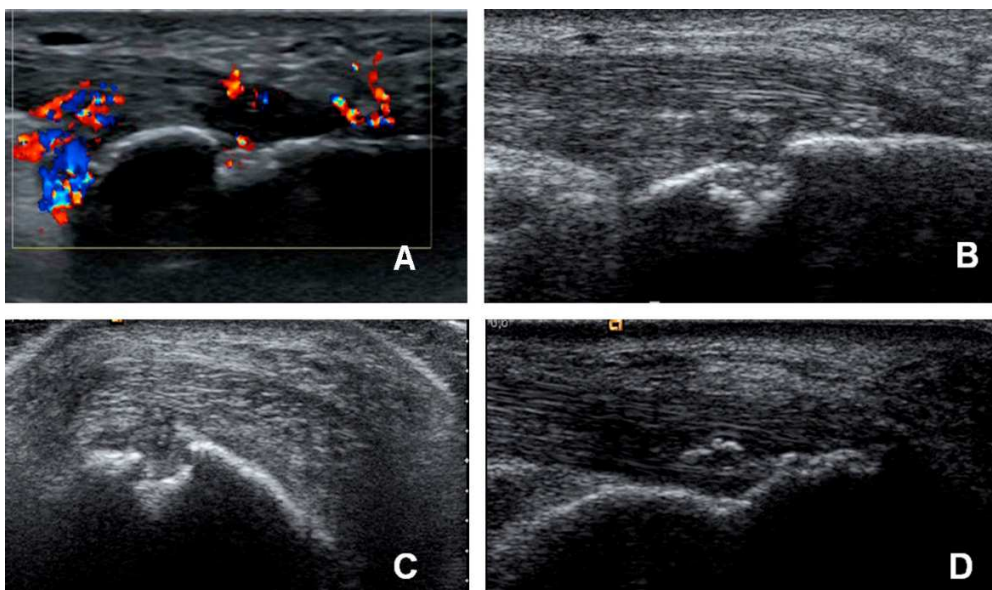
Ecografía de entesis aquilea. A) Corte longitudinal en el que se aprecia señal Doppler en bursa preaquilea y en la entesis, tanto en el tendón como en la zona de erosión. B) Erosión en calcáneo en plano longitudinal. C) Erosión en calcáneo en plano transversal. D) Corte longitudinal, entesofito en formación, imagen hiperecoica paralela a las fibras del tendón, crecimiento óseo cortical que invade la entesis en su zona distal, alteración hipococica de la estructura con pérdida localizada del patrón fibrilar. (11)
